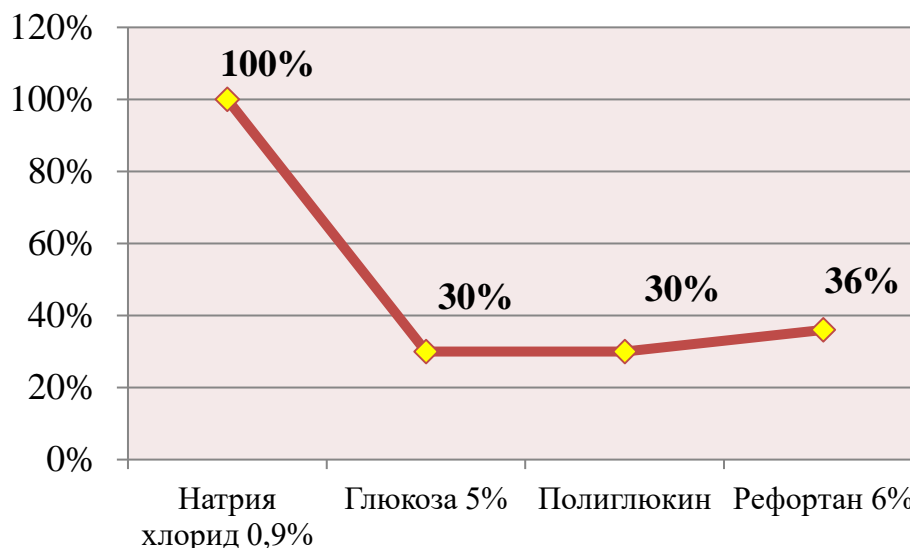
Оценка и сравнение проведения инфузионной терапии за 2017-2018гг.
